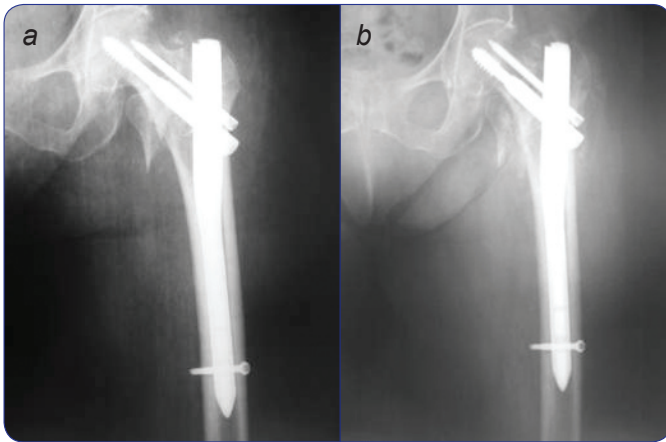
Caso de la figura 5. a) Radiografía posquirúrgica. b) Radiografía de control, sexta semana del posoperatorio. Nótese la presencia de un callo de consolidación.
